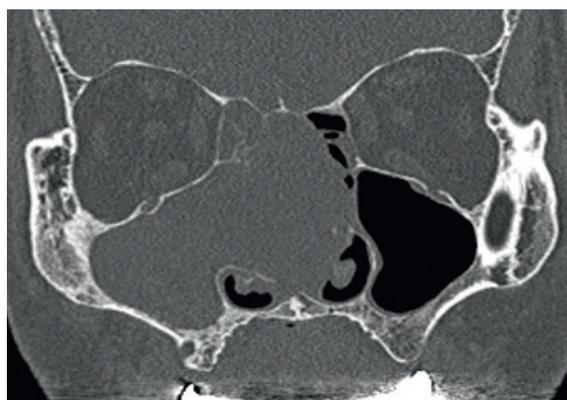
Пациент В. 59 лет. КТ ОНП корональная проекция: определяется изоденсивное затенение верхнечелюстной пазухи и ячеек решетчатой кости справа, полости носа с двух сторон
